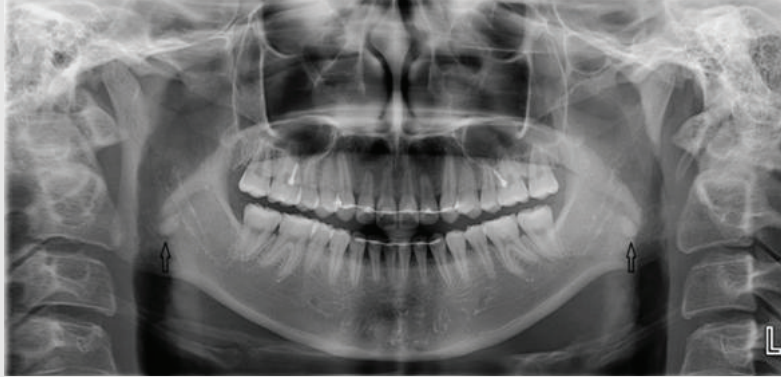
초진 시 파노라마 방사선 사진. 혀 등쪽면에서 이중상으로 지름 약 0.7cm의 방사선 불투과상(화살표)이 관찰된다.
